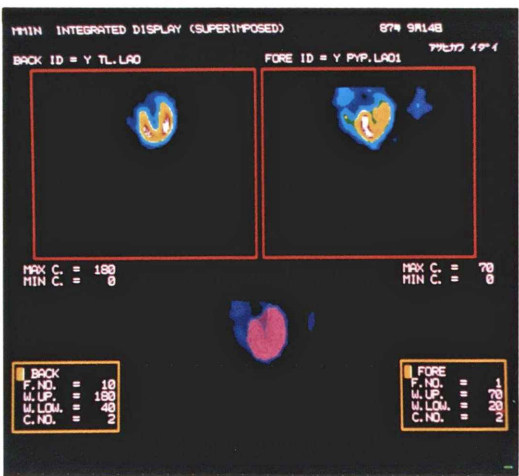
Horizontal image of thallium-201 (upper left) and technetium-99m-pyrophosphate (upper right) myocardial SPECT and superimposed image of both radionuclides' image (lower: red indicates thallium and blue indicates technetium) shows the same findings as Fig. 5.
